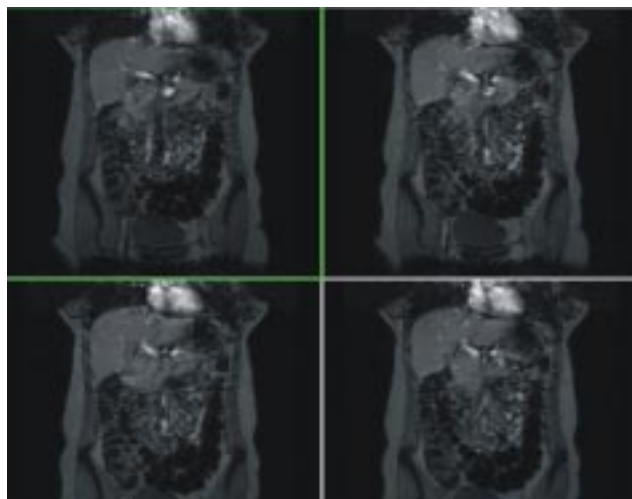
RMN corte coronal: estenosis aorta abdominal
